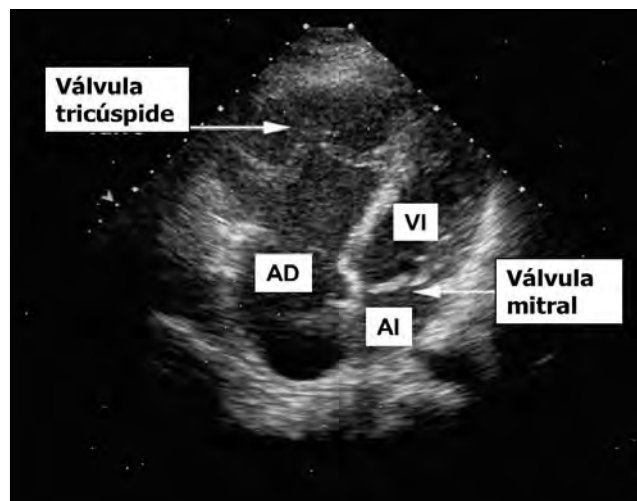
Ecocardiograma de la AEBs (pecaq.notesup.com).
